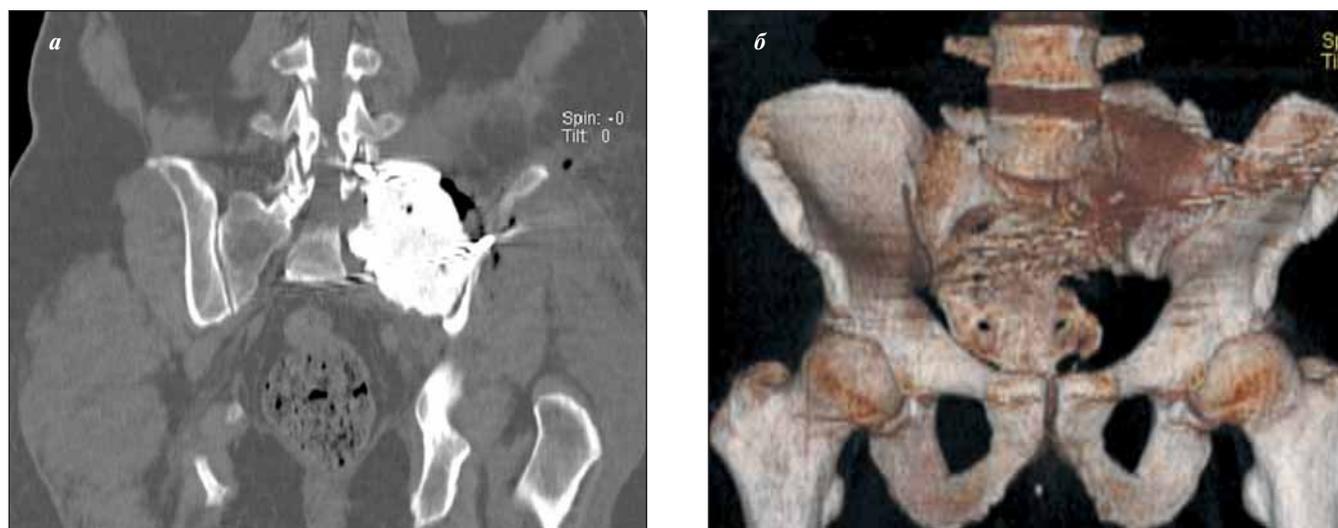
КТ области таза (а) с 3D-реконструкцией (б) после операции
